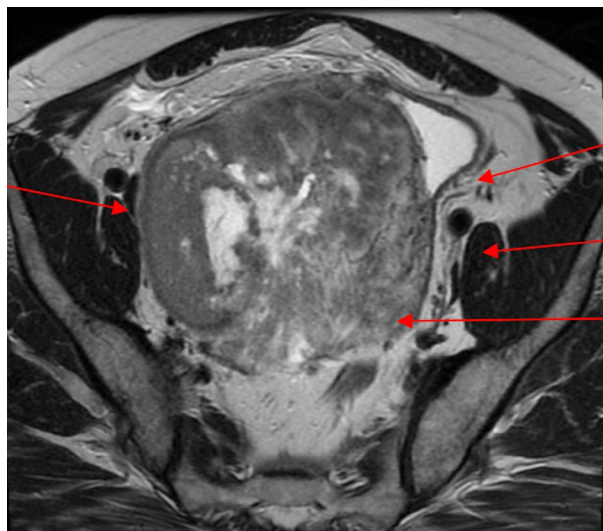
МРТ малого таза (аксиальный срез). Стрелками указаны опухоль, мочевой пузырь и подвздошные сосуды.
